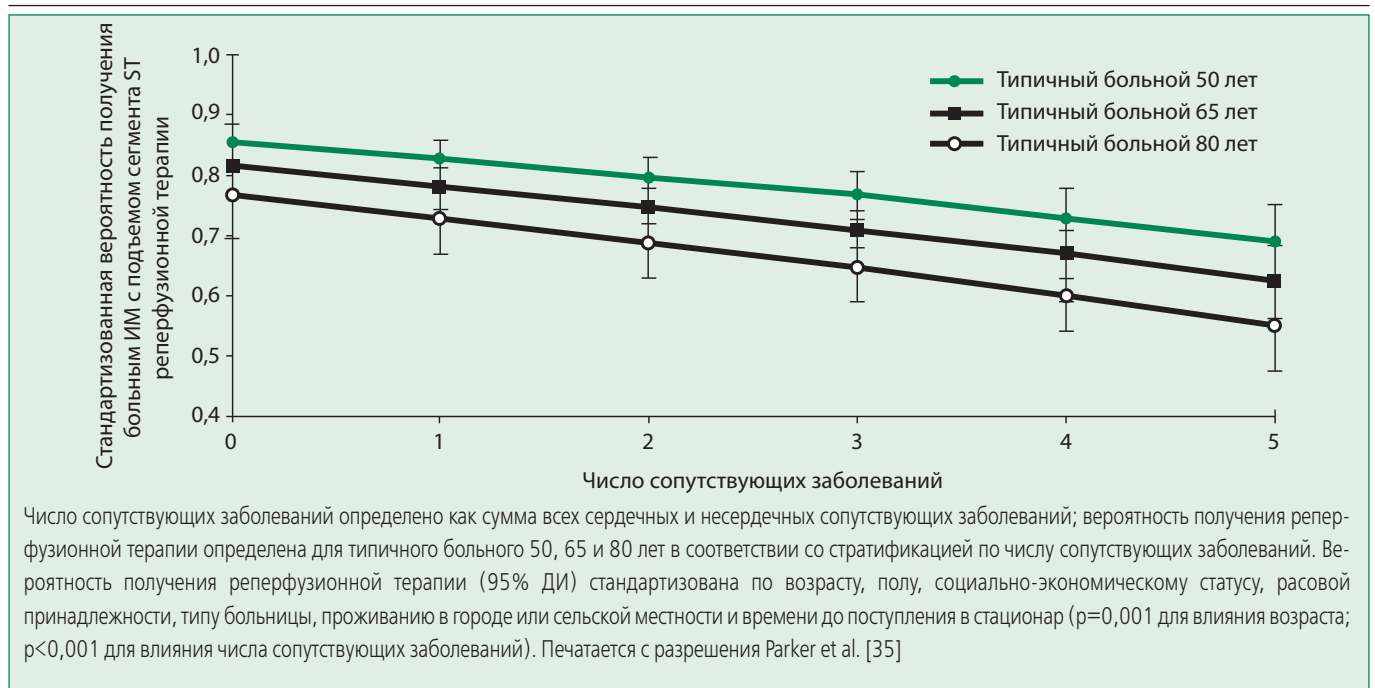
Стандартизованная вероятность получения реперфузионной терапии больными ИМ с подъемом сегмента ST в зависимости от возраста и числа сопутствующих заболеваний
